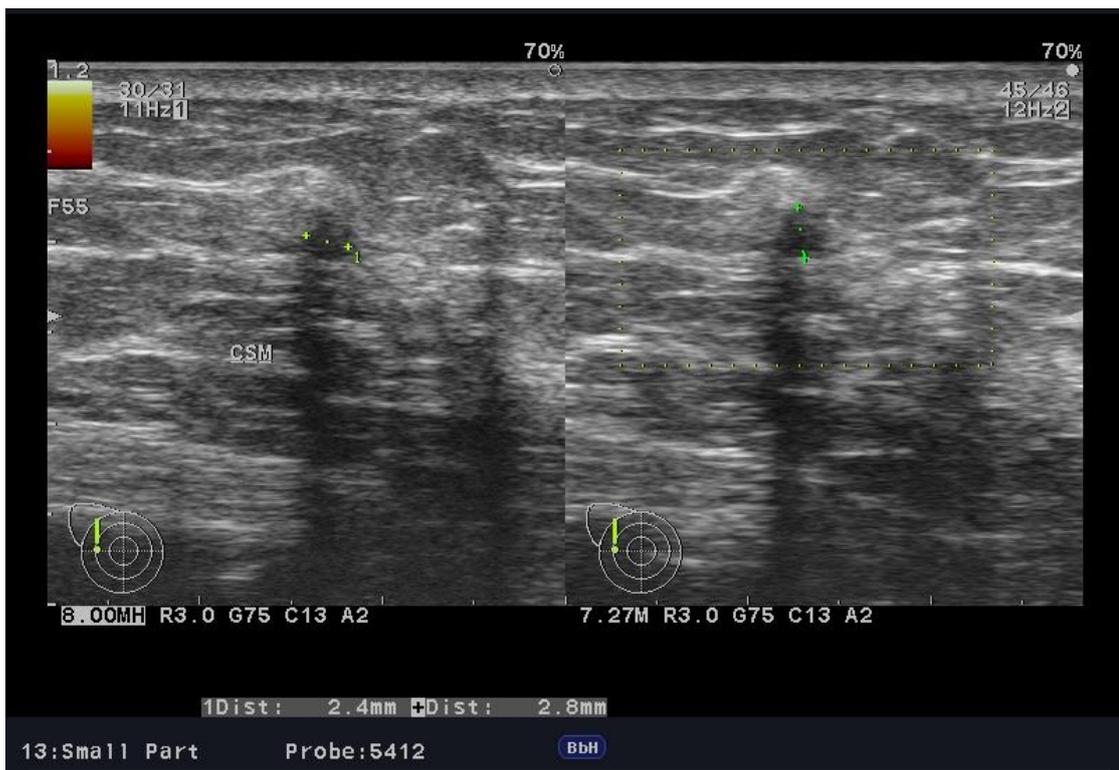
Ultrasonido de mama derecha en donde se realizó con transductor lineal de alta frecuencia donde observamos una imagen ovalada de bordes regulares y poco definidos, hipocogénica con sombra sónica, dimensiones de 2.4x2.8 mm, localizada en mama derecha en radio de las 9 línea 2 B de la cual es sospechosa de malignidad.
